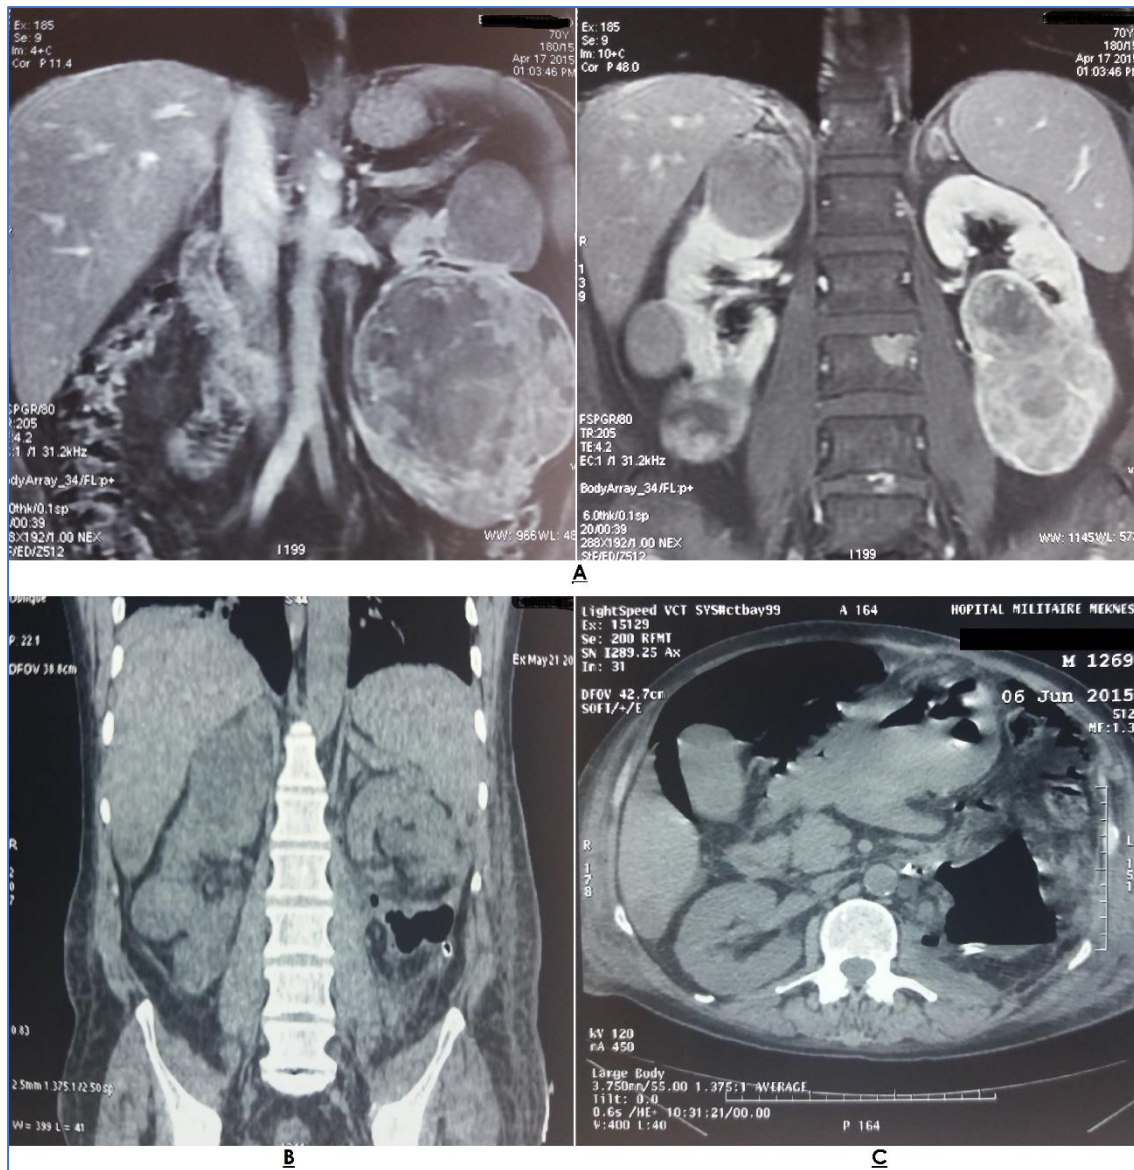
Aspect IRM montrant deux masses rénales tissulaires hétérogènes bilatérales polaires inférieures, avec kystes rénaux simples bilatéraux (A) ; Contrôle scanographique après la NP polaire inférieure gauche n’objectivant pas d’épanchement intrapéritonéal (B) ; TDM de contrôle après la NTE gauche montrant un pneumopéritoine de grande abondance avec une collection liquidienne de la loge rénale gauche (C).
